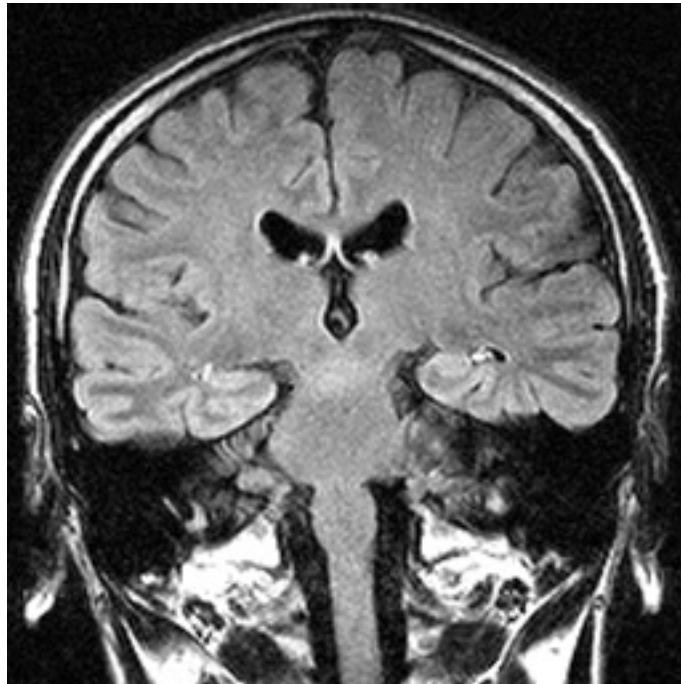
Séquence FLAIR en coupe coronale montrant un kyste épidermoïde de l'APC gauche en signal hétérogène [71].
